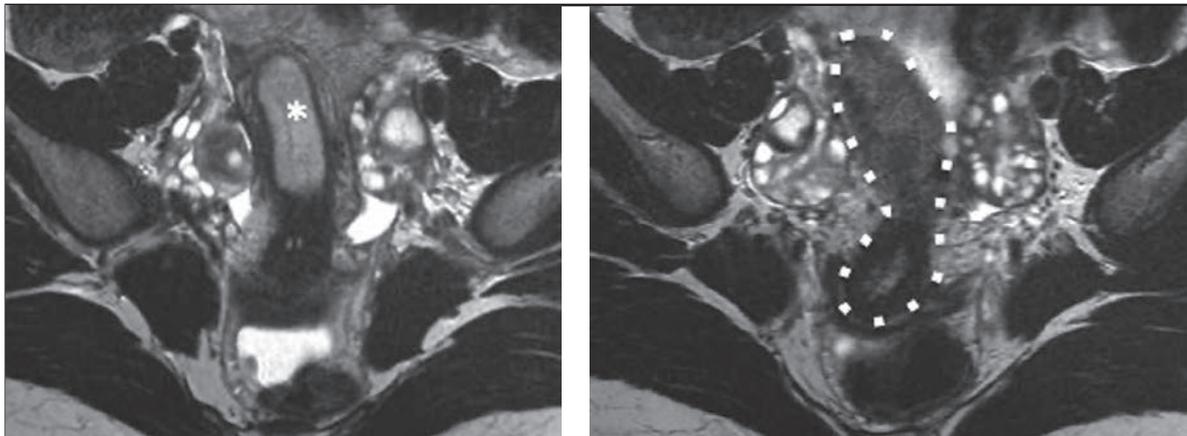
Niña de 15 años con dismenorrea moderada a severa. Antecedentes de himen imperforado operado. (a y b). Corresponden a cortes axiales de RM en T2, donde se demuestra el útero lateralizado a derecha, conformado por sólo un cuerno uterino (derecho), presentando una morfología en “plátano” (línea discontinua), con engrosamiento de la cavidad endometrial (*).
